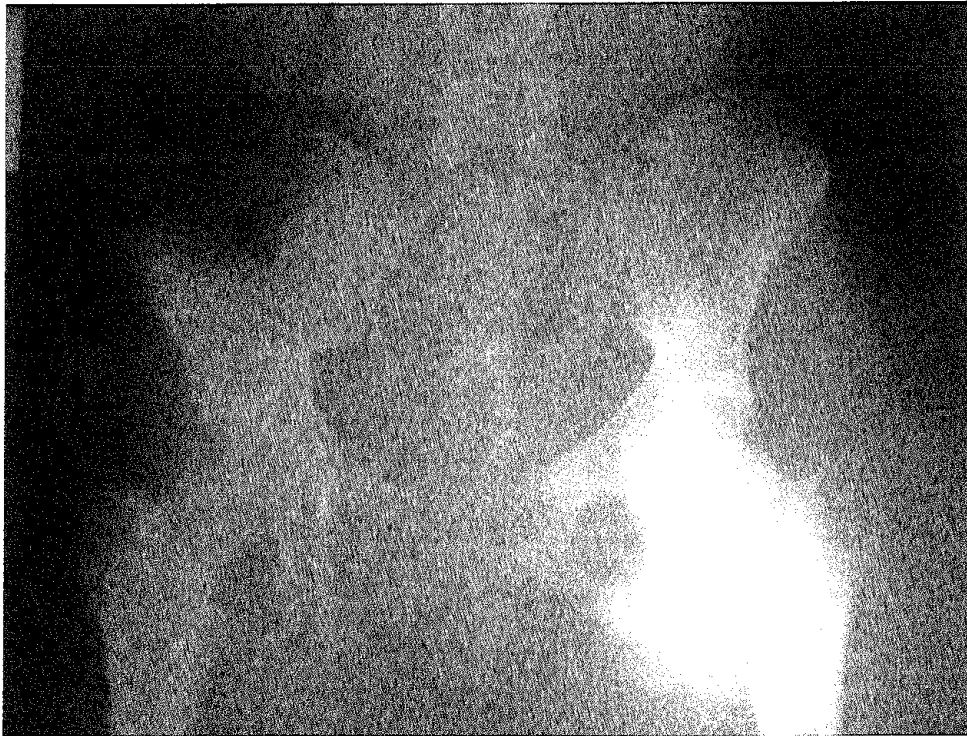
Radiographie du 3. 08. 00 du bassin
